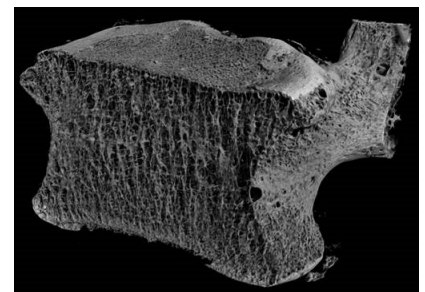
Représentation 3D d'une vertèbre humaine scannée en tomographie (voxel = 35  $\mu\text{m}$ )
